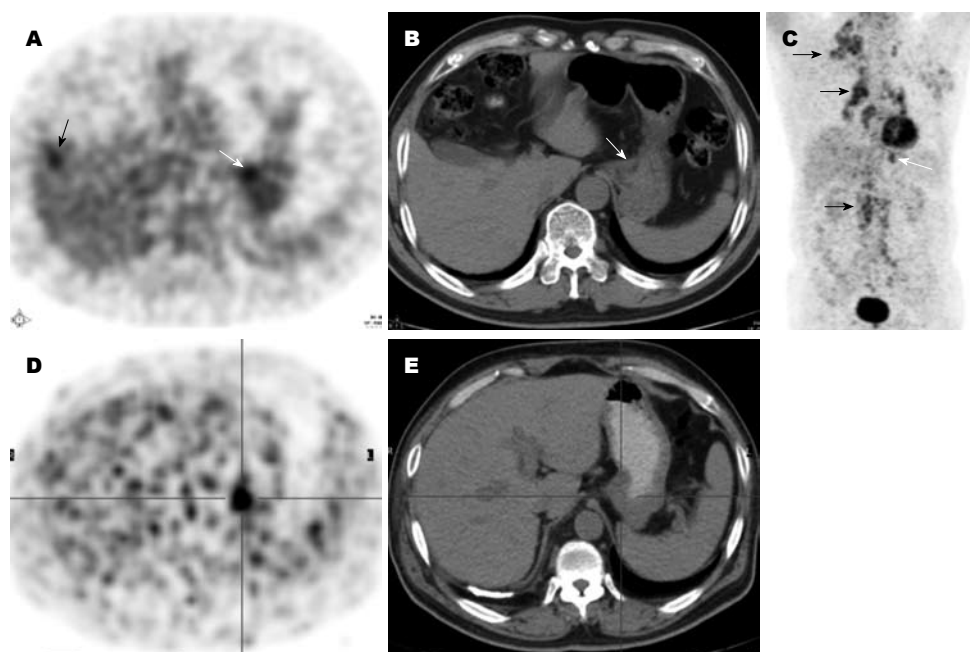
疑诊型. A-C: 17号病例, 胃底和体部腺癌; 女, 62岁, 以左侧锁骨上淋巴结转移瘤为首发症状; FDG PET/CT显示胃体小弯侧胃壁异常增厚(A, C: 白箭头), FDG摄取不均匀线状(B: 黑箭头); 肝门及胃左区淋巴结肿大呈异常放射性浓聚; D-F: 19号病例, 胃体部印戒细胞癌; 女, 59岁, 以腹胀、腹水为首发症状; FDG PET/CT显示胃体小弯侧壁弥漫异常增厚、僵硬(白箭), 无异常放射性摄取(黑箭)。
